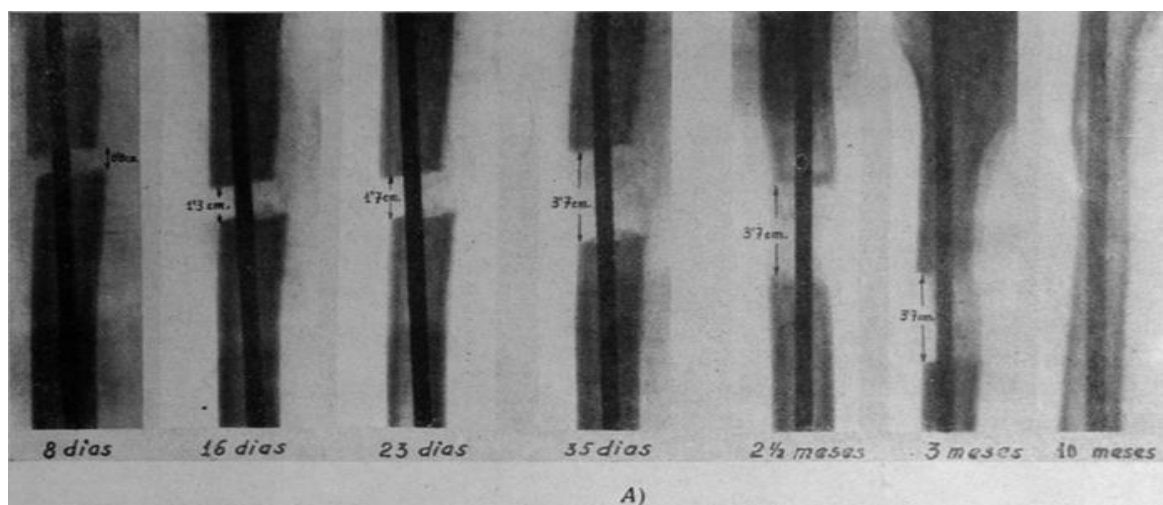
Historia 2. 823. A. B. R. Varón. Dieciséis años. A) Secuela poliomiélica. Osteotomía transversal para alargamiento de fémur el 17-III-60. A los treinta y cinco días se consiguió un alargamiento de 3, 7 centímetros, que consolidó espontáneamente con un plazo de tracción de siete meses. B) Fotografía del paciente después del alargamiento. Miembros perfectamente equilibrados. C) Radiografía de control total a los dieciocho meses de la operación. Si no fuera por el clavo intramedular, no sería posible identificar el fémur alargado. Persiste 1 cm. de acortamiento en tibia.
